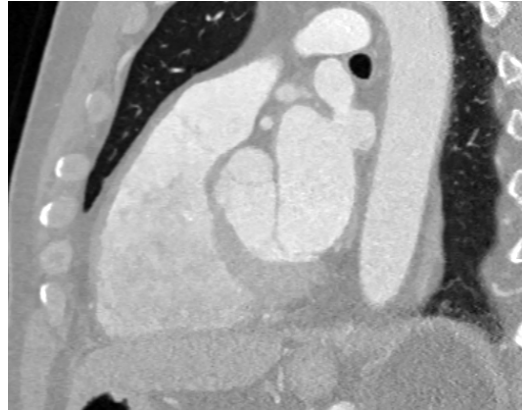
Modelo de tomografía de alta resolución corte 5mm
